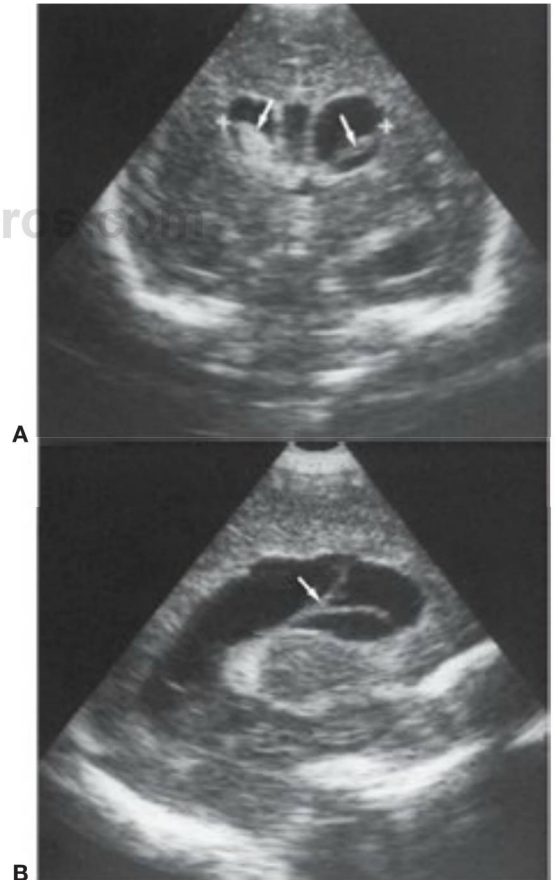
Ecografías de un recién nacido con meningitis bacteriana y ventriculitis. Obsérvense las hebras intraventriculares en las imágenes coronal (A) y parasagital (B) (flechas).
